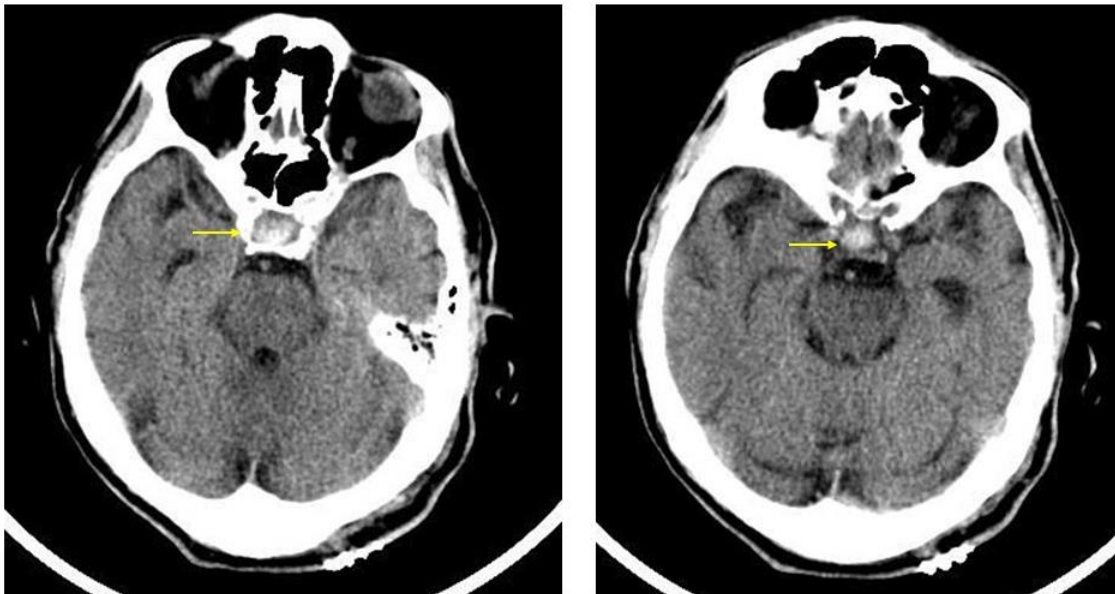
TC craneal realizado en la urgencia, en el que se puede apreciar aumento de tamaño de la silla turca con un leve aumento de densidad radiológica.
